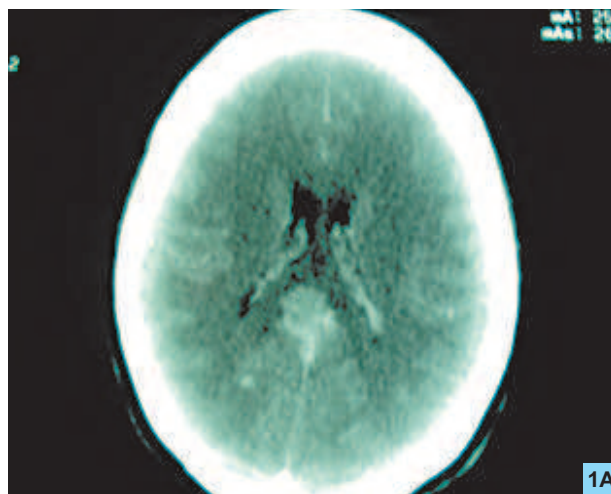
TAC craneal se observa lesión en región pineal que capta el contraste de forma homogénea, no se observa dilatación ventricular.
